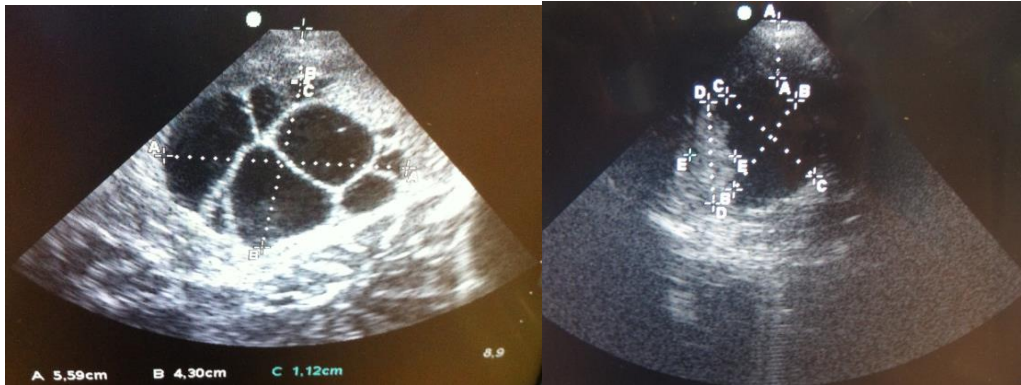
УЗИ перед вскрытием ТМО и в ходе удаления опухоли
